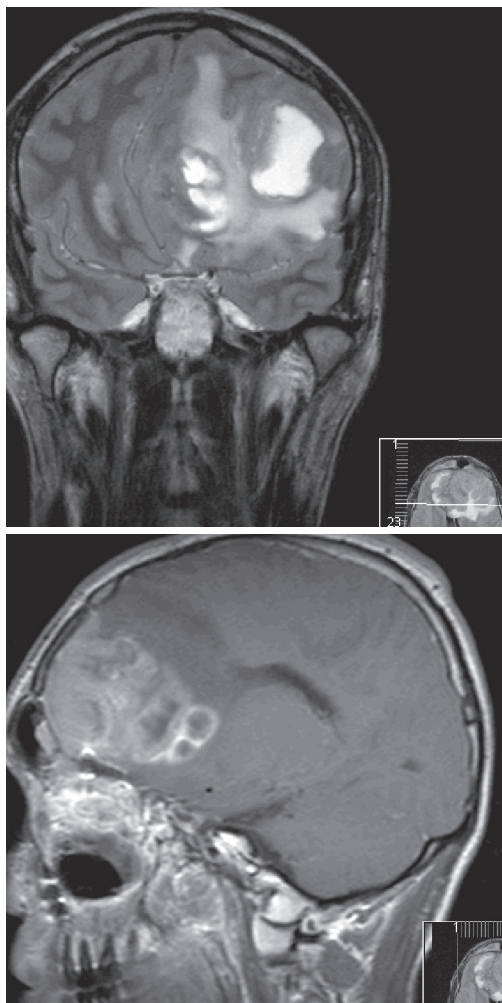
RMN mostrando recidiva frontal esquerda.
